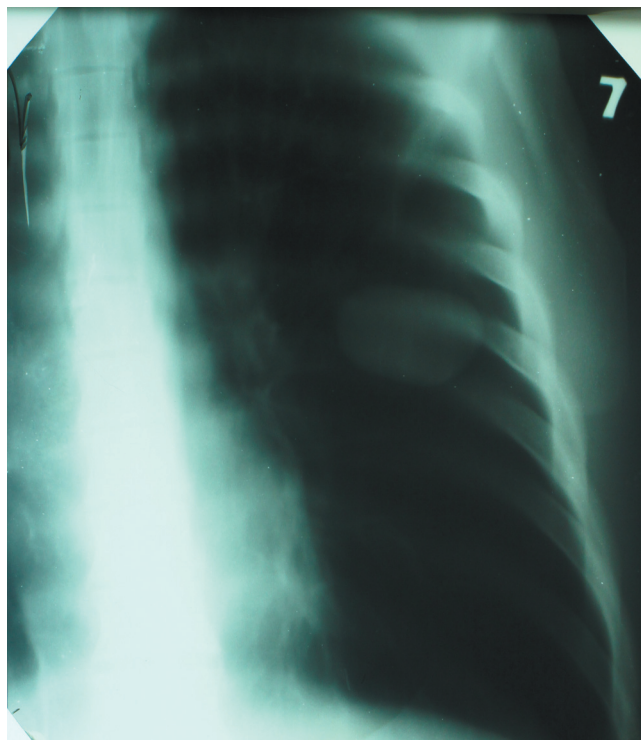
Хворий С. Н. На поздовжній томограмі лівої легені в S6 – овальної форми утворення 5,0 × 3,5 см із чіткими рівними контурами однорідної структури. Висновок: ехінококова кіста S6 лівої легені
